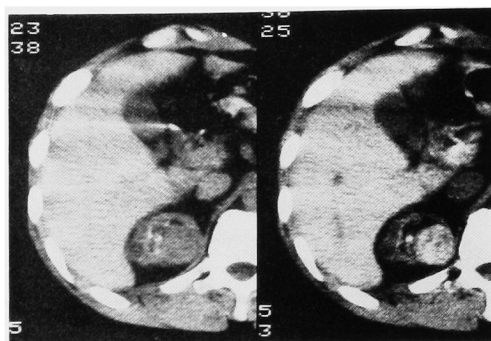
Unenhanced CT scan shows mass in upper pole of the right kidney (left side) and contrast-enhanced CT scan at about same level shows well enhanced mass (right side).
